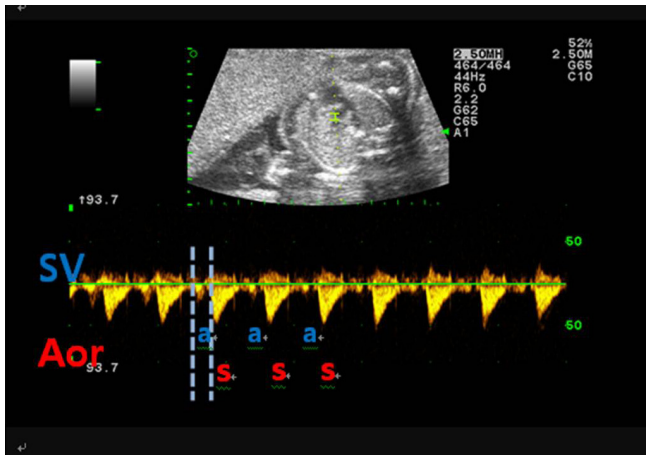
Pulsed Doppler flow curves showing normal atrioventricular relationship of cardiac rhythm. Doppler tracing from the superior vena cava (SVC) and ascending aorta. SVC flow has small atrial reversed wave (a). The aortic flow curve consists of a forward peak wave (s). Atrioventricular time interval is the time lapse between the onsets of vena caval a-wave and aortic s-wave (between grey lines).
